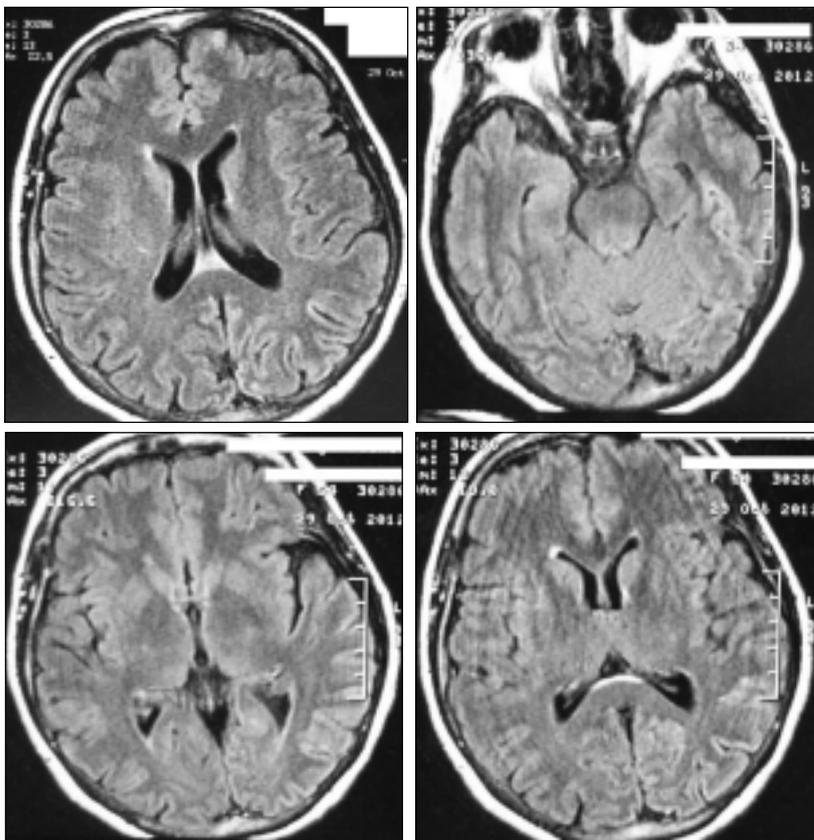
Результаты МРТ головного мозга больной А., 54 года. Октябрь 2012 г. Пояснения даны в тексте
